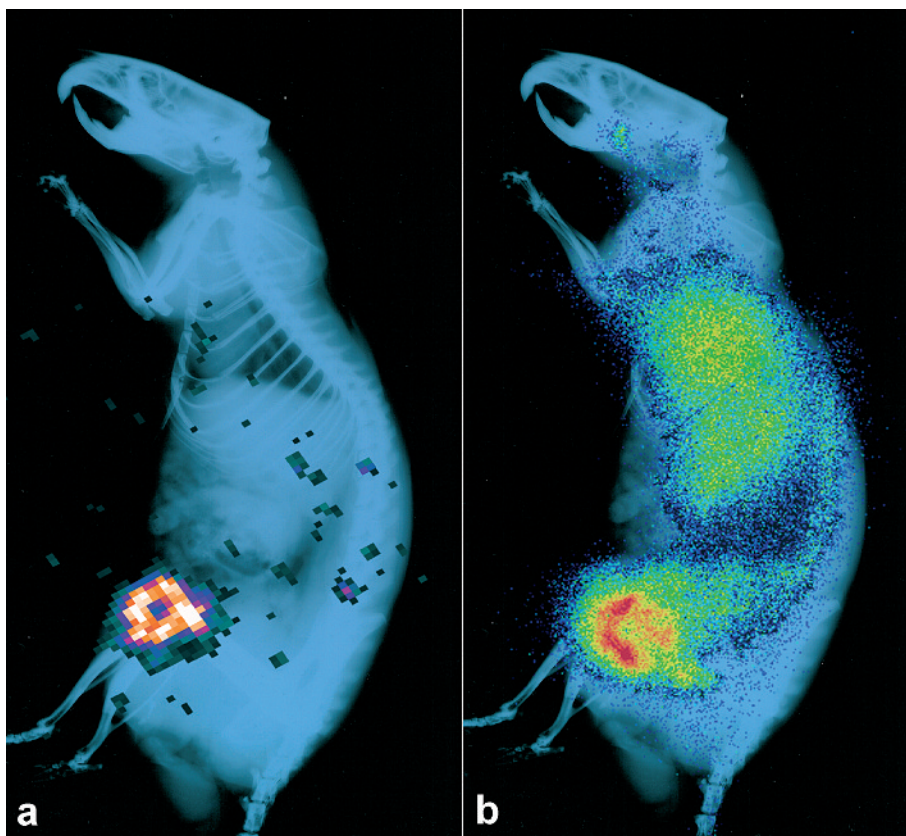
Molekulare Bildgebung an einer Dunning R3327 AT1-Tumor-tragenden Ratte nach Injektion von 1 MBq [^{74}As]SATA-Tarvacin, einem Phosphatidylserin-bindenden Antikörper. Links: Kleintier-PET, laterale Projektion des Tumors, 72 h p. i., überlagert mit der Röntgenaufnahme für die morphologische Korrelation; Rechts: In-vivo-Phosphorimaging, 76 h p. i. [University of Texas Southwestern Medical Center at Dallas; aus logistischen Gründen hier mit dem Positronemitter ^{74}As].
